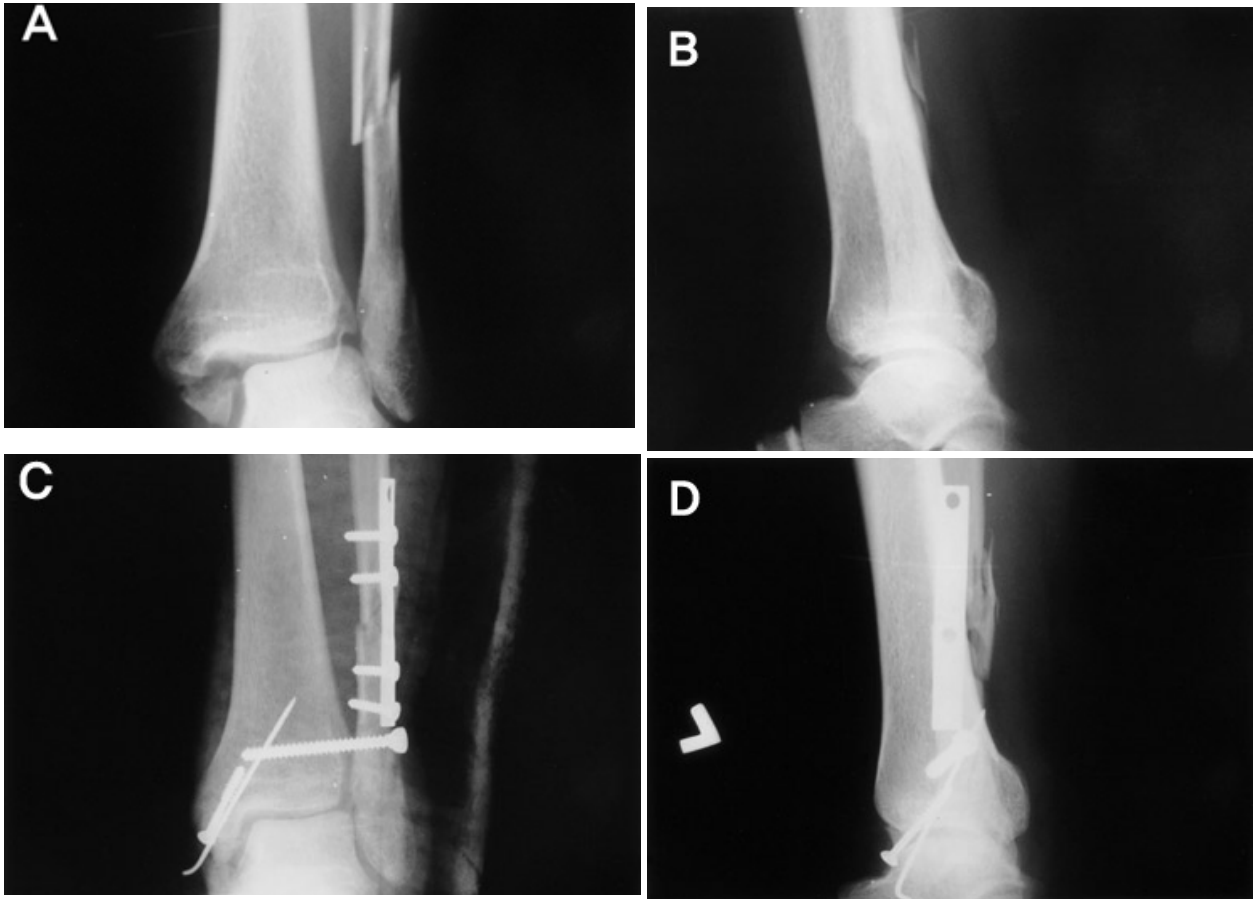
Radiographs show anterior approach procedure using counter pushing technique.
